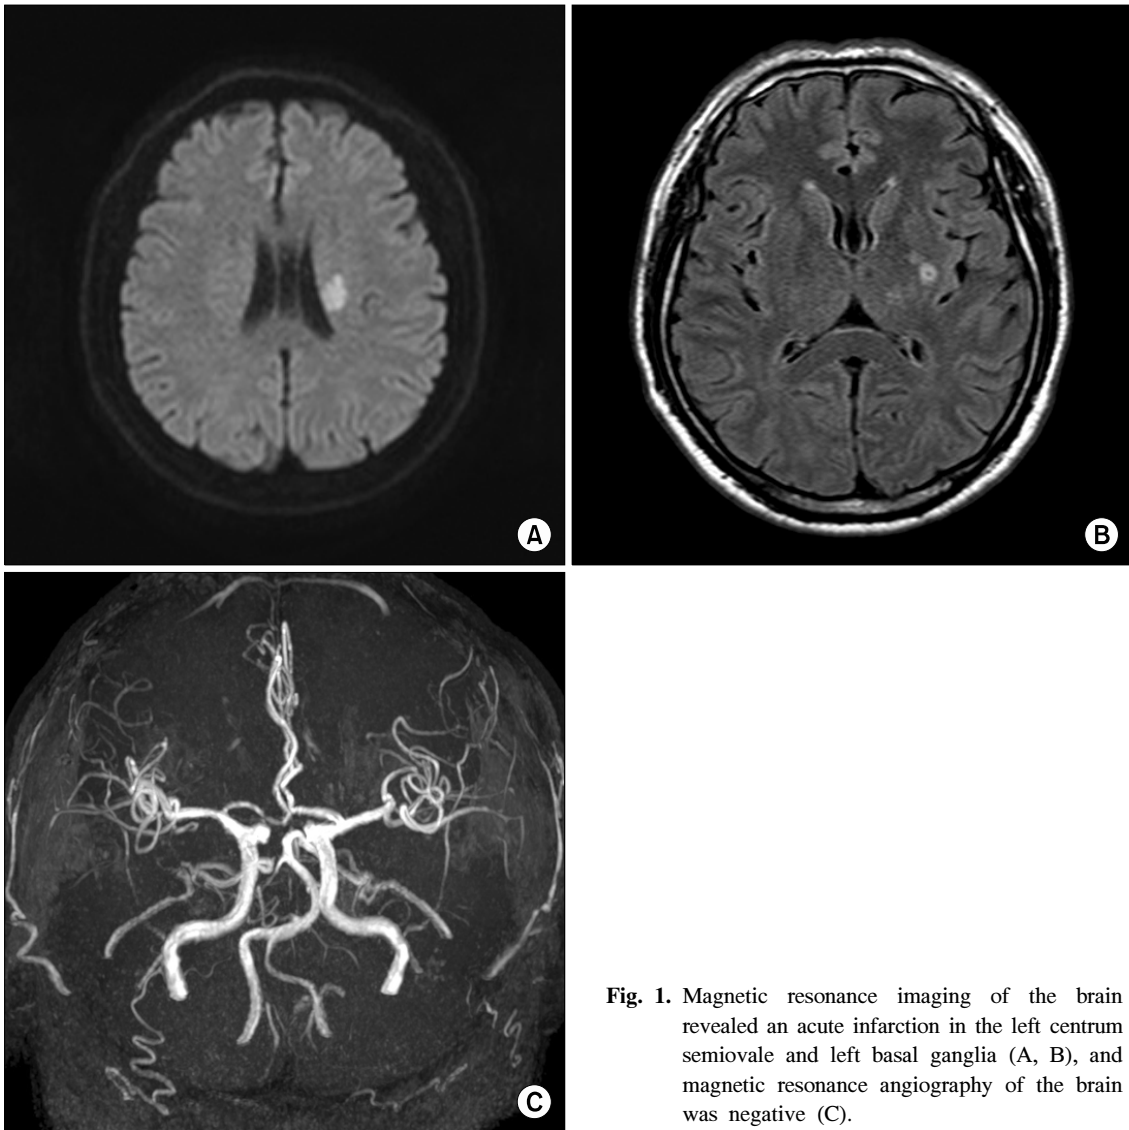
Magnetic resonance imaging of the brain revealed an acute infarction in the left centrum semiovale and left basal ganglia (A, B), and magnetic resonance angiography of the brain was negative (C).
